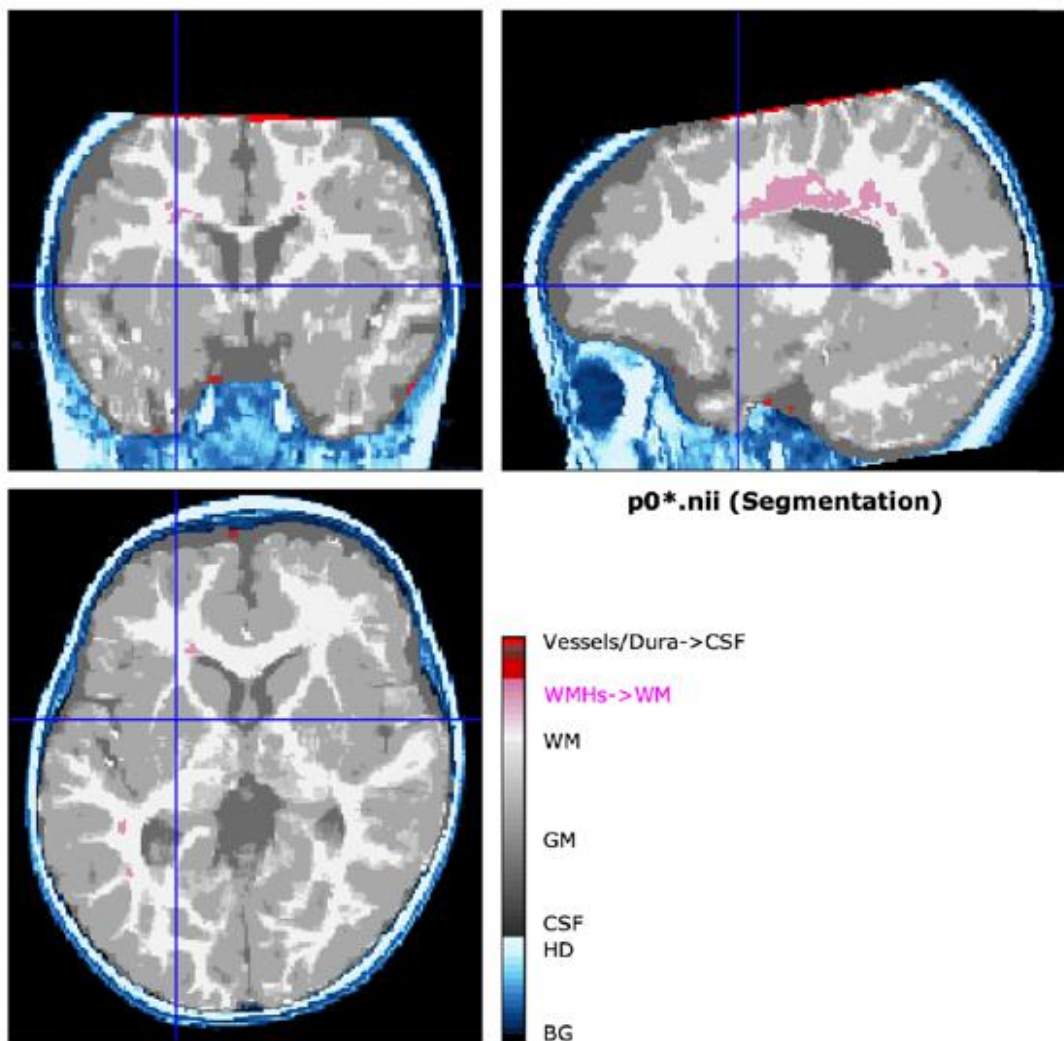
Imagens do exame de RM de criança com PC sem registro das fatias de corte do vértice
